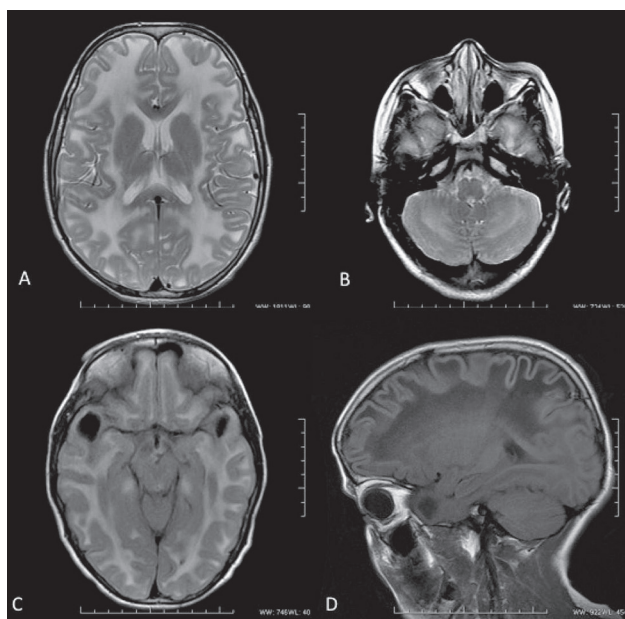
A) Imagen axial de resonancia magnética en T2 donde se observa una señal anormal de la sustancia blanca cerebral, que no respeta a las fibras U subcorticales. B) T2 axial que muestra extensión a la sustancia blanca cerebelosa. C) En la imagen axial T2 FLAIR se visualizan quistes subcorticales anterotemporales con señal similar al LCR. D) Imagen sagital T1 que caracteriza la anomalía de la sustancia blanca como disminución en la señal.
